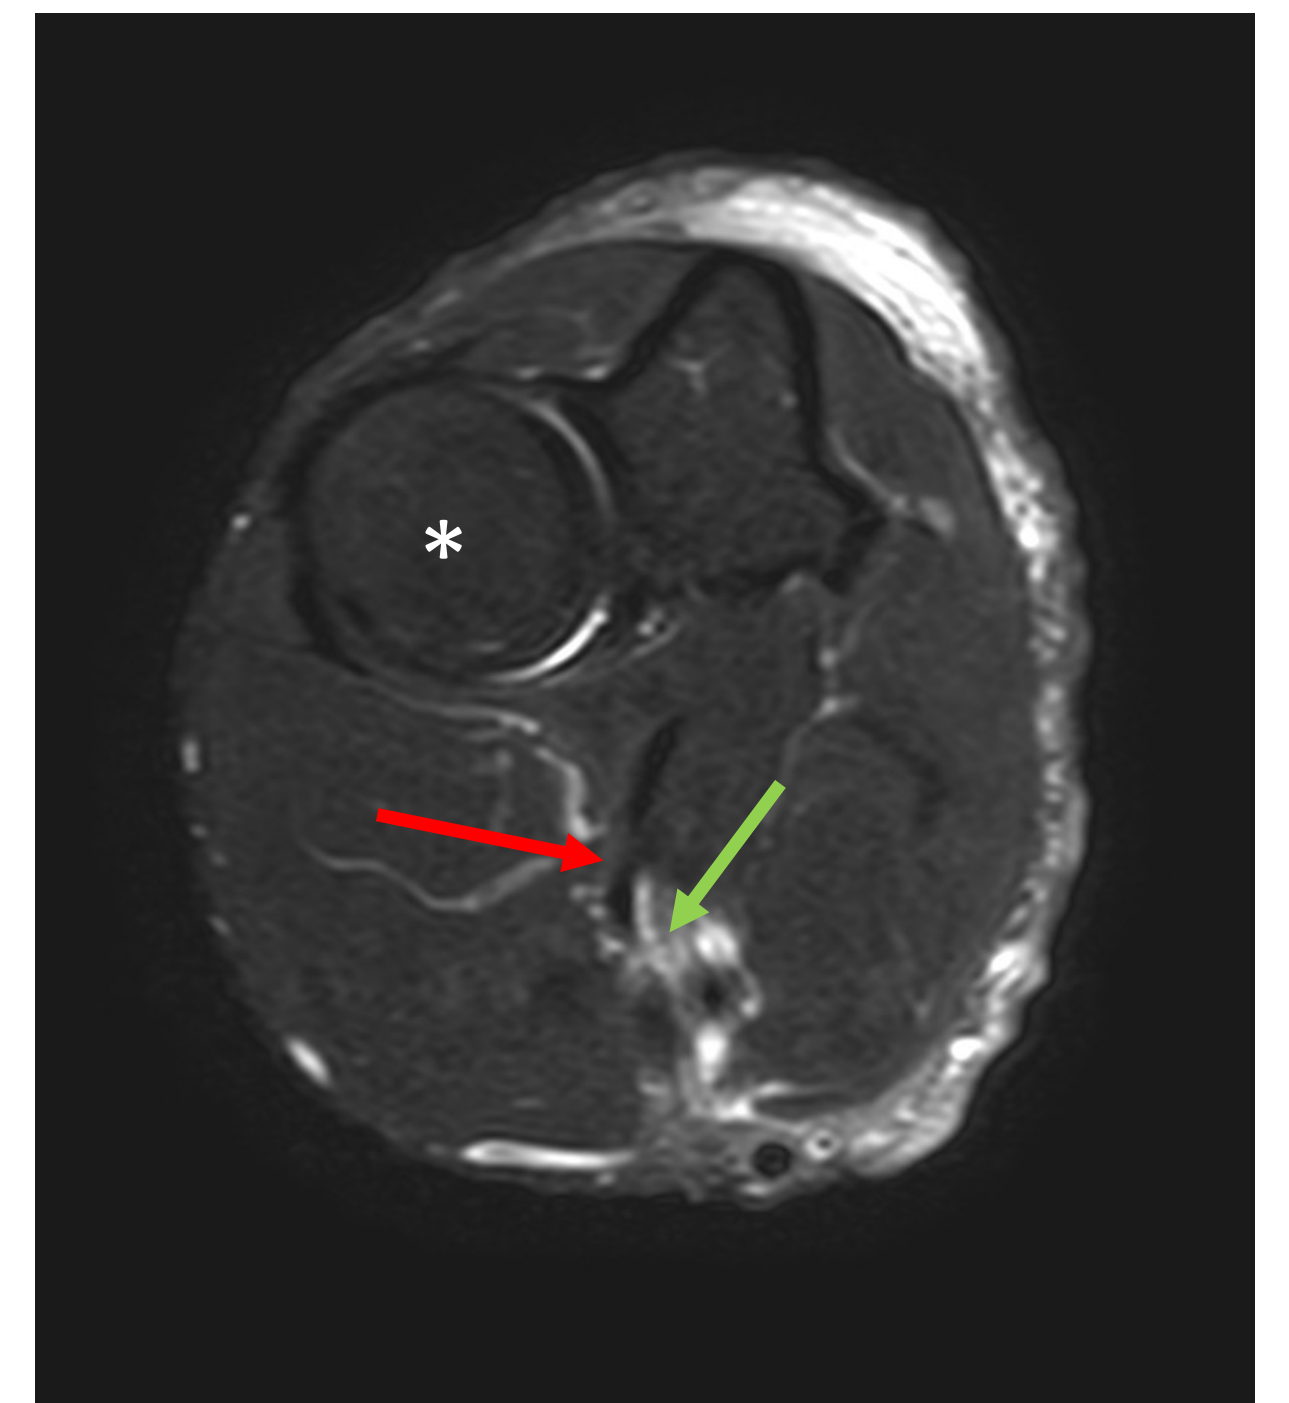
Imagen de resonancia magnética en la que podemos observar la continuidad de la porción larga (flecha roja), sin embargo, la porción corta ya no está presente y en su lugar podemos ver el edema causado por la rotura de la misma (flecha verde).
